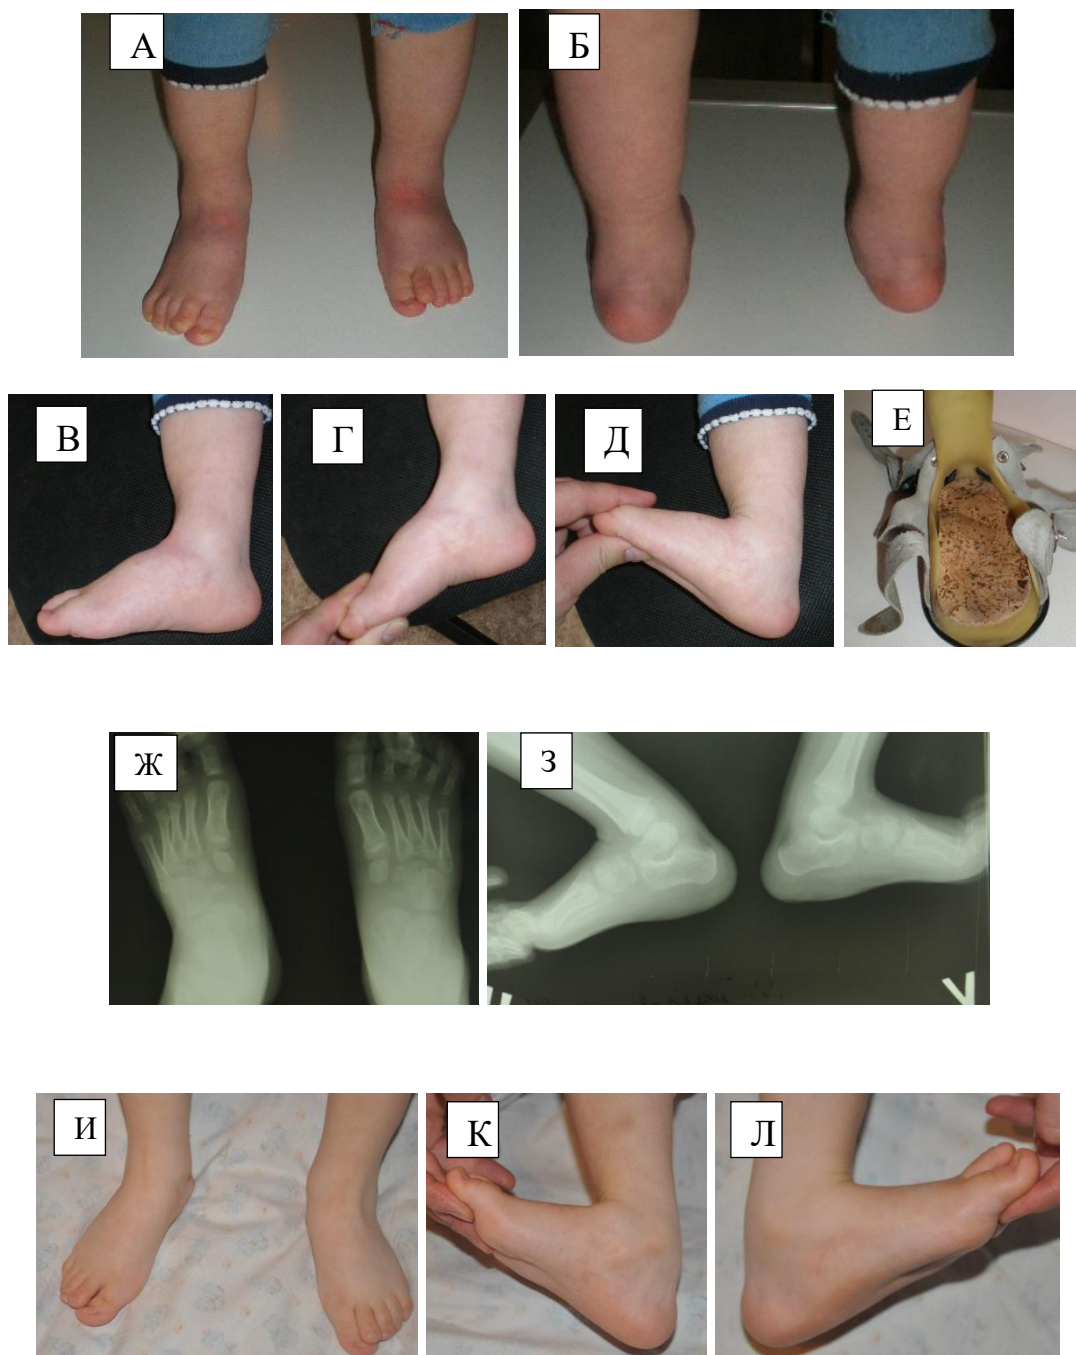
Пациентка Ш.: Врожденная двухсторонняя вертикальная таранная кость. А-Д – внешний вид стоп через 6 месяцев после лечения по Доббсу БР. Е – брейсы (со стелькой супинатором). Ж, З – рентгенограмма стоп через 3 года после лечения по Доббсу БР. И, К, Л – стопы через 3 года после лечения (пациентка Ш., 5 лет)
